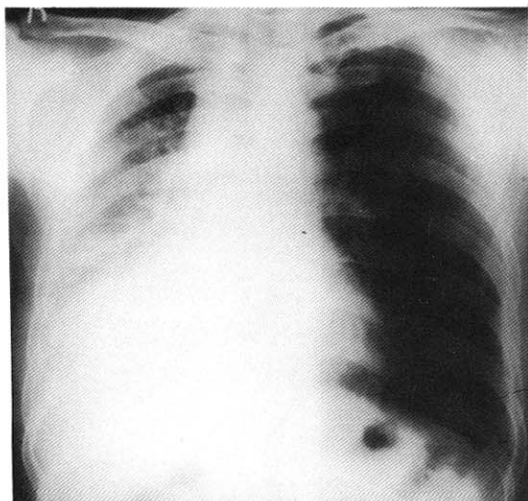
Follow-up chest radiograph shows complete resolution of atelectasis on right upper lobe, right displacement of the mediastinum, and obliteration of right diaphragm.
